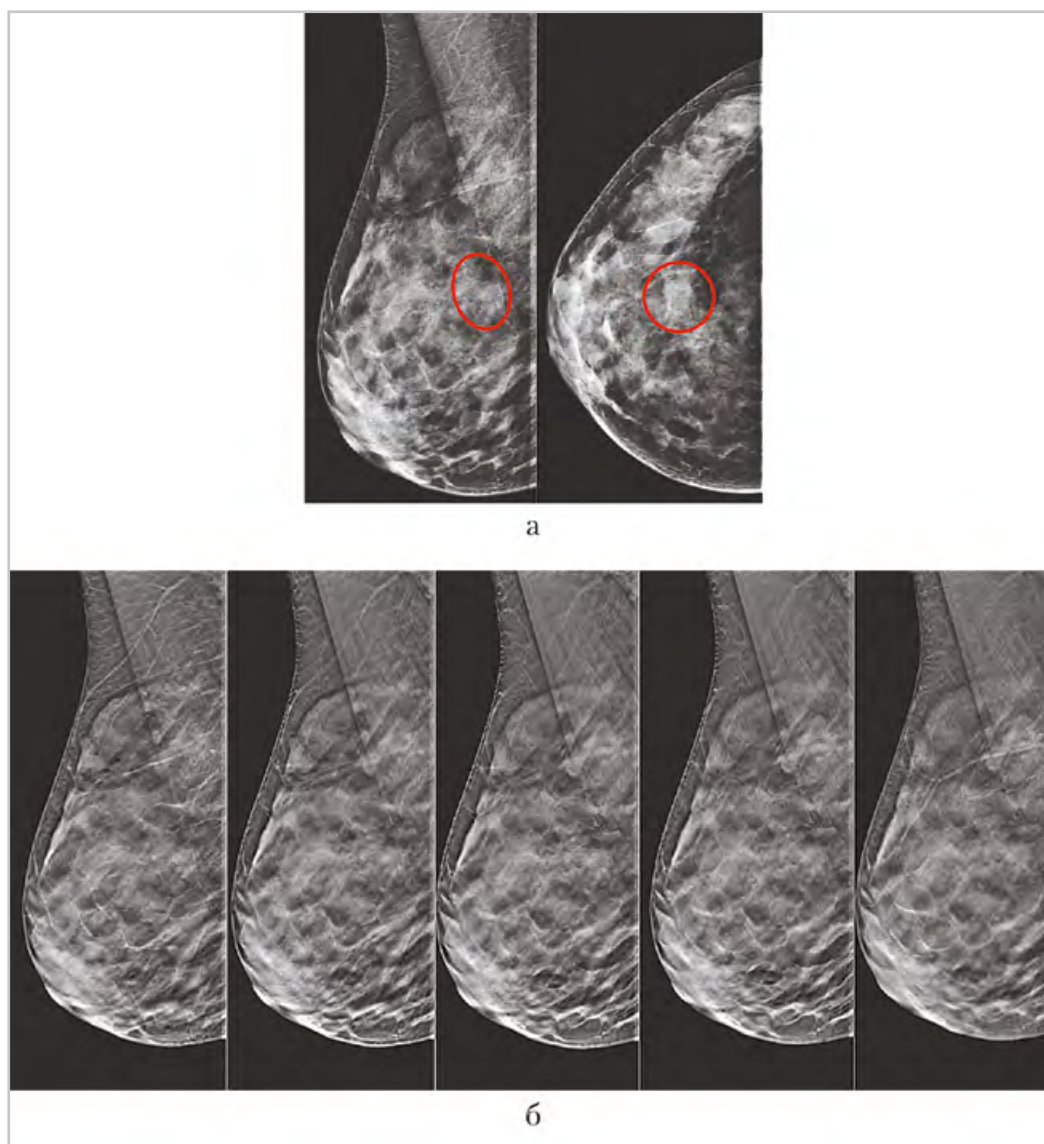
Стандартные цифровые маммограммы правой молочной железы в косой и краниокаудальной проекциях, томограммы в косой проекции пациентки Л., 44 лет: на стандартных маммограммах (а) узловое образование заподозрено на границе верхних квадрантов; на томограммах в косой проекции (б) патологическое образование не выявлено
